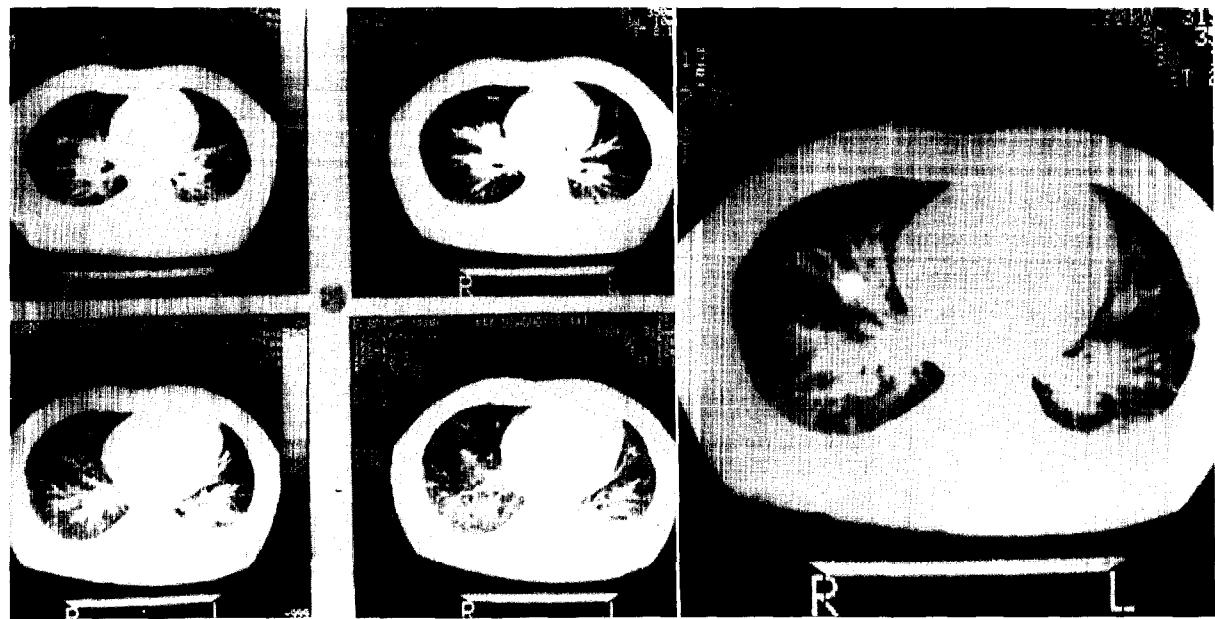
Tomografía axial computarizada de tórax: infiltrado perihiliar bilateral, derrame pleural bilateral.
